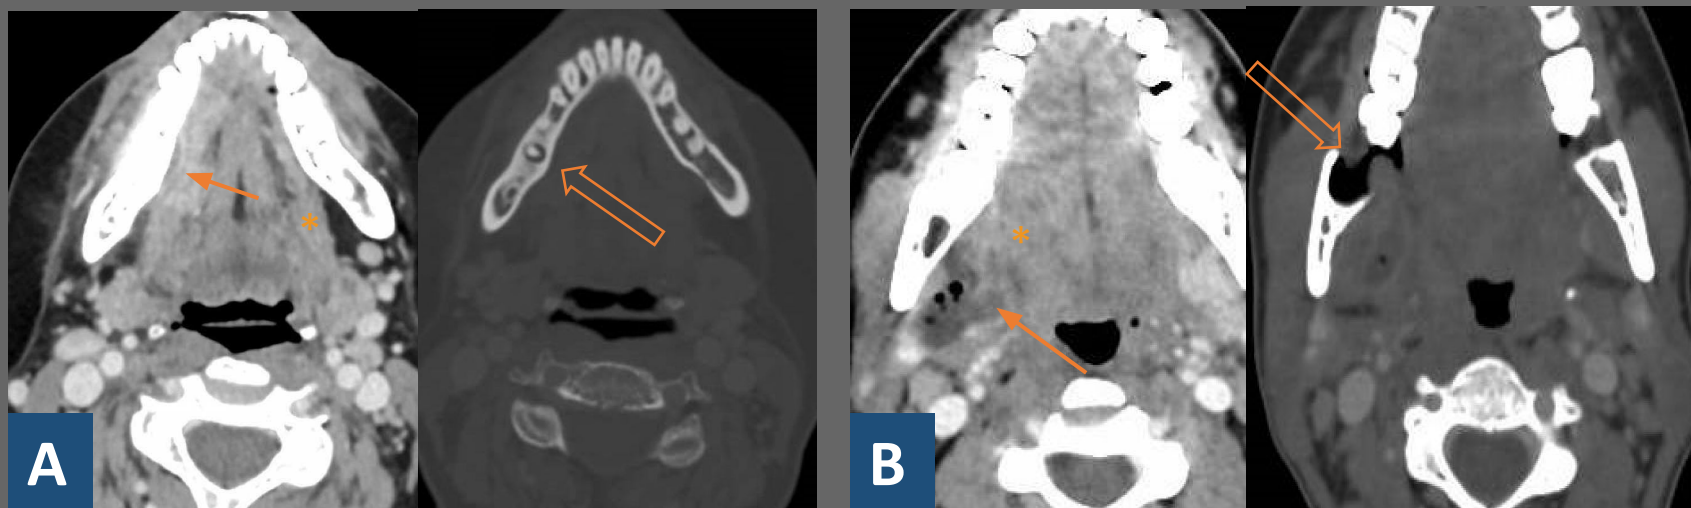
Las imágenes A y B muestran cortes axiales de un TC de cuello con contraste en fase venosa
